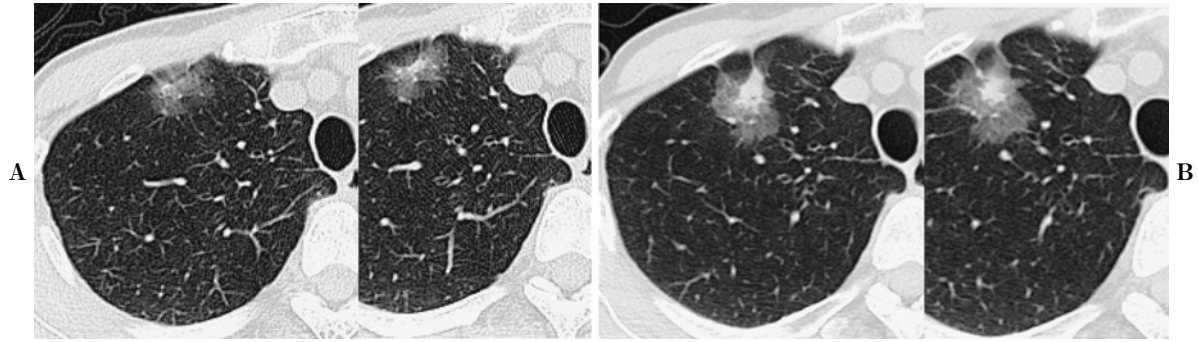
A: Chest CT, four years previously at another hospital (May/2010) (WW1500, WL-600, 1.0 mm slice). A pure GGN lesion of 15 mm in size, was observed in the right apical lung. B: Chest CT at our hospital (Jul/2014) (WW1600, WL-600, 0.5 mm slice). The lesion that was found four years previously had grown to a size of 25 mm, and the solid portion in the center of the lesion had become sharply marginated, accounting for nearly half of its size. Visceral pleural invasion was clearly detected.
